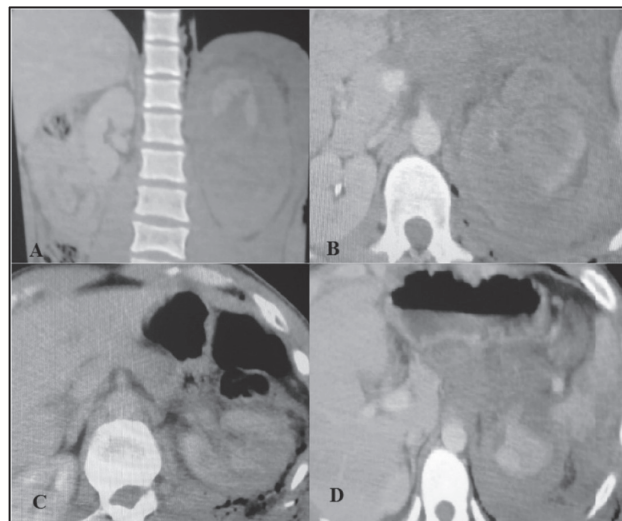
Комп'ютерно-томографічні зображення ушкоджень нирок
